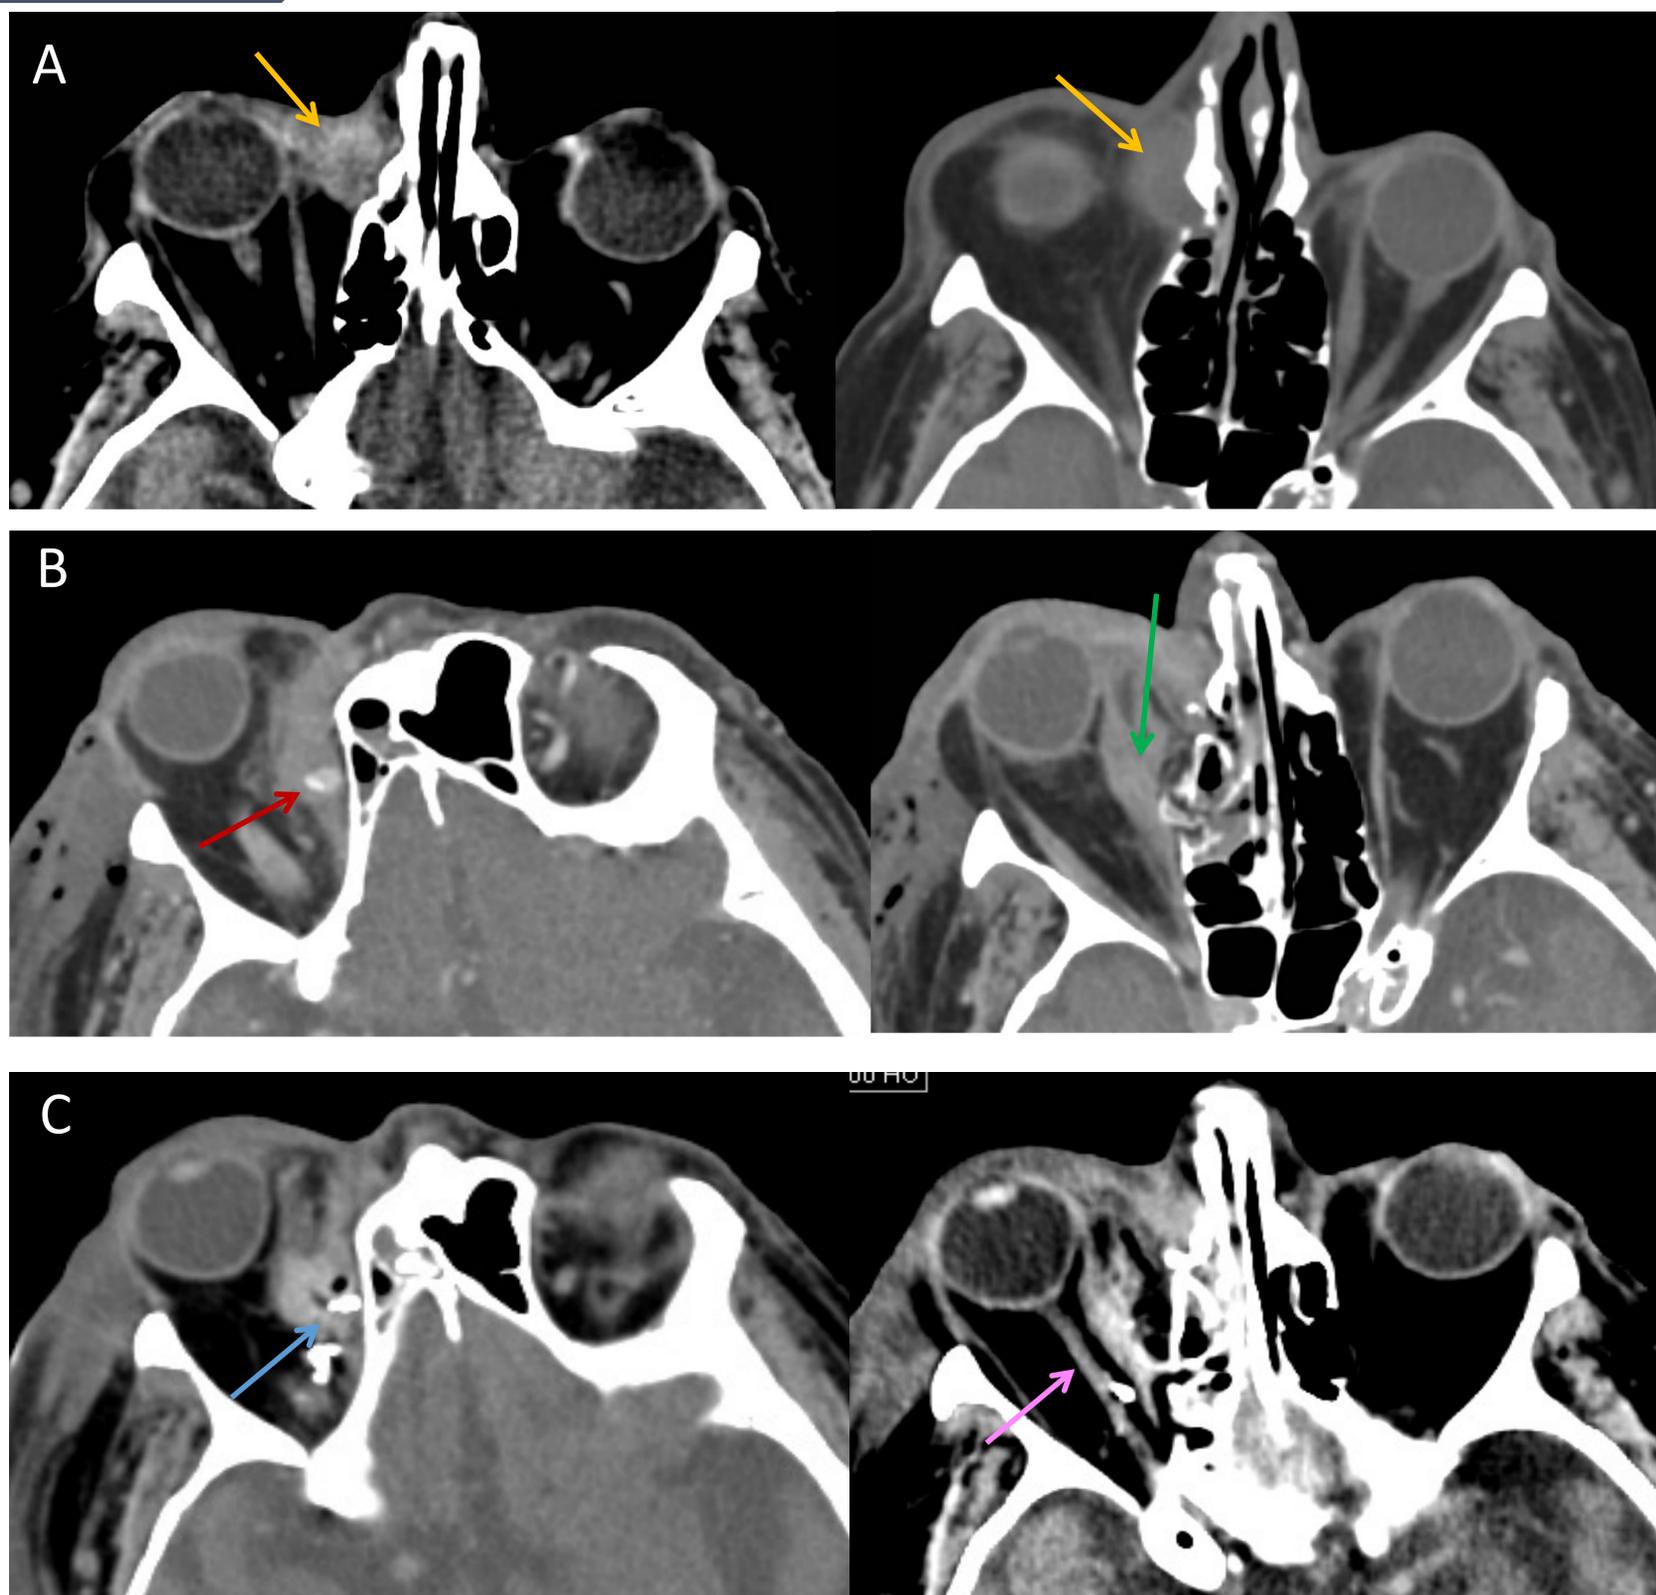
Síndrome compartimental orbitario. Paciente de 82 años con sospecha de celulitis postseptal. A) En el TC orbitario se observa colección con realce periférico (→) en situación inferomedial y anterior de la órbita derecha que parece corresponder con dacriocistitis. B) Se decide drenaje quirúrgico y se realiza TC de control con CIV que muestra un hematoma postseptal extraconal en pared nasal de la órbita derecha con una imagen nodular hiperdensa de 6 mm que no aumenta claramente en fase tardía sugestivo de pseudoaneurisma (→). Además, se observa un engrosamiento hiperdenso del músculo recto medial en probable relación con hematoma muscular (→). C) En el TC de control tras embolización del pseudoaneurisma (→) llama la atención el afinamiento del nervio óptico (→) con leve “tenting” del globo ocular sugestivo de síndrome compartimental.
